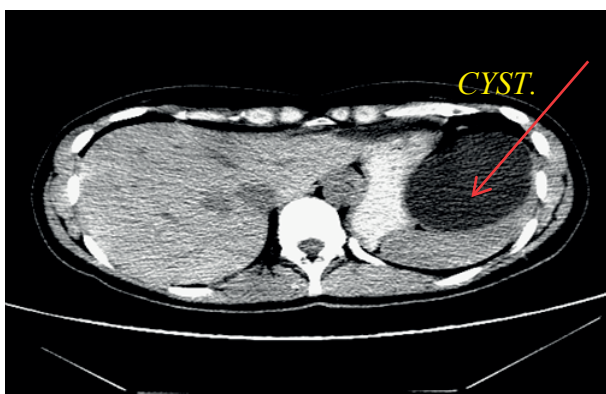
Киста селезенки (компьютерная томография)
